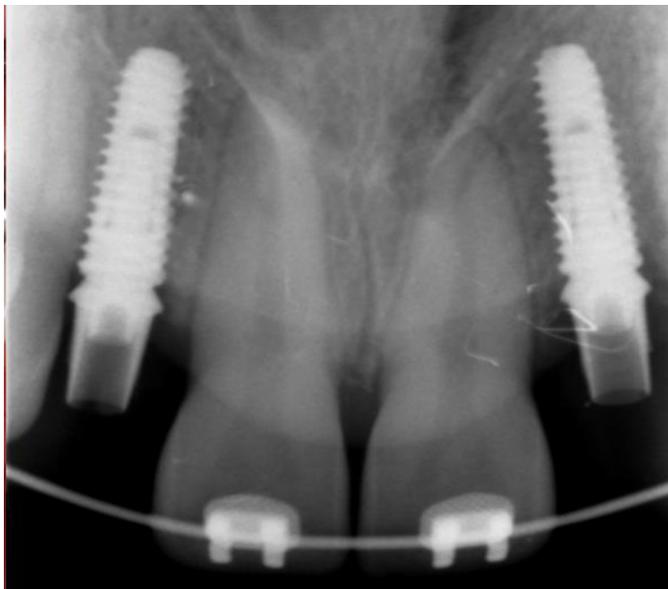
Внутриворотная контактная рентгенограмма после проведения операции.
